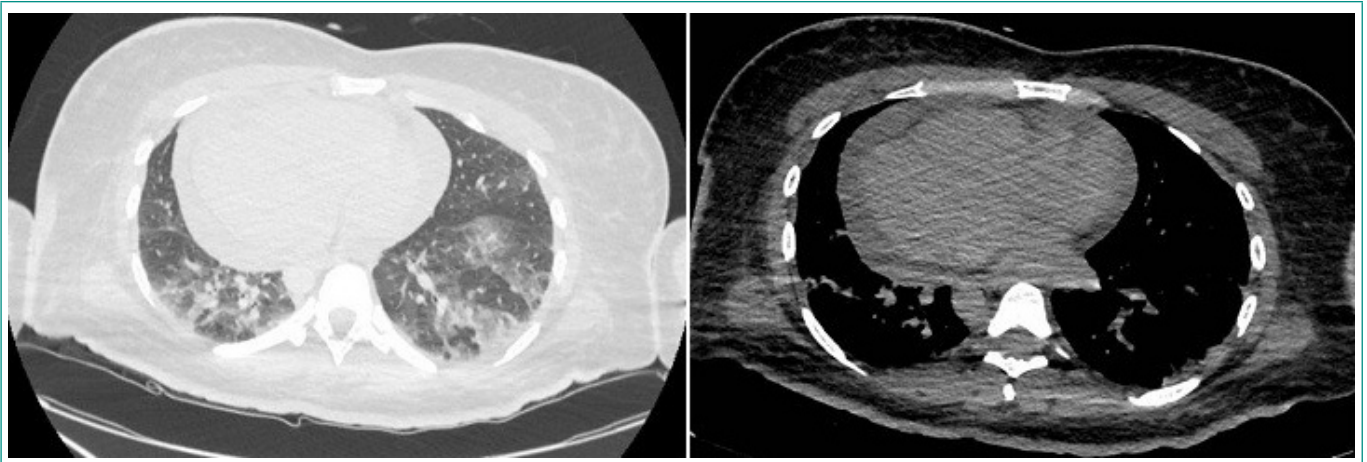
TAC tórax. Se observan adenopatías múltiples, cardiomegalia con derrame pericárdico y un infiltrado intersticial bilateral en ambos campos inferiores con patrón en vidrio deslustrado.
